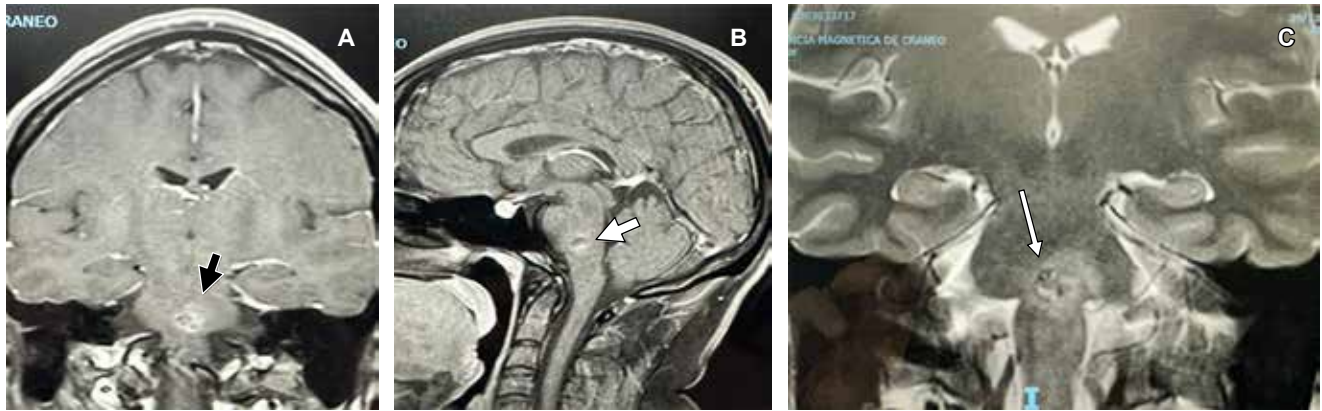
Dos años después, imágenes de resonancia magnética de cráneo ponderadas en T1 en cortes corona y sagital respectivamente (A y B) y, ponderada en T2 en corte coronal (C). Se muestra imagen en “palomita de maíz” (*popcorn* en idioma inglés), rodeada de halo difuso indicando edema y hemosiderina por sangrado de cavernoma en parte central de protuberancia.
